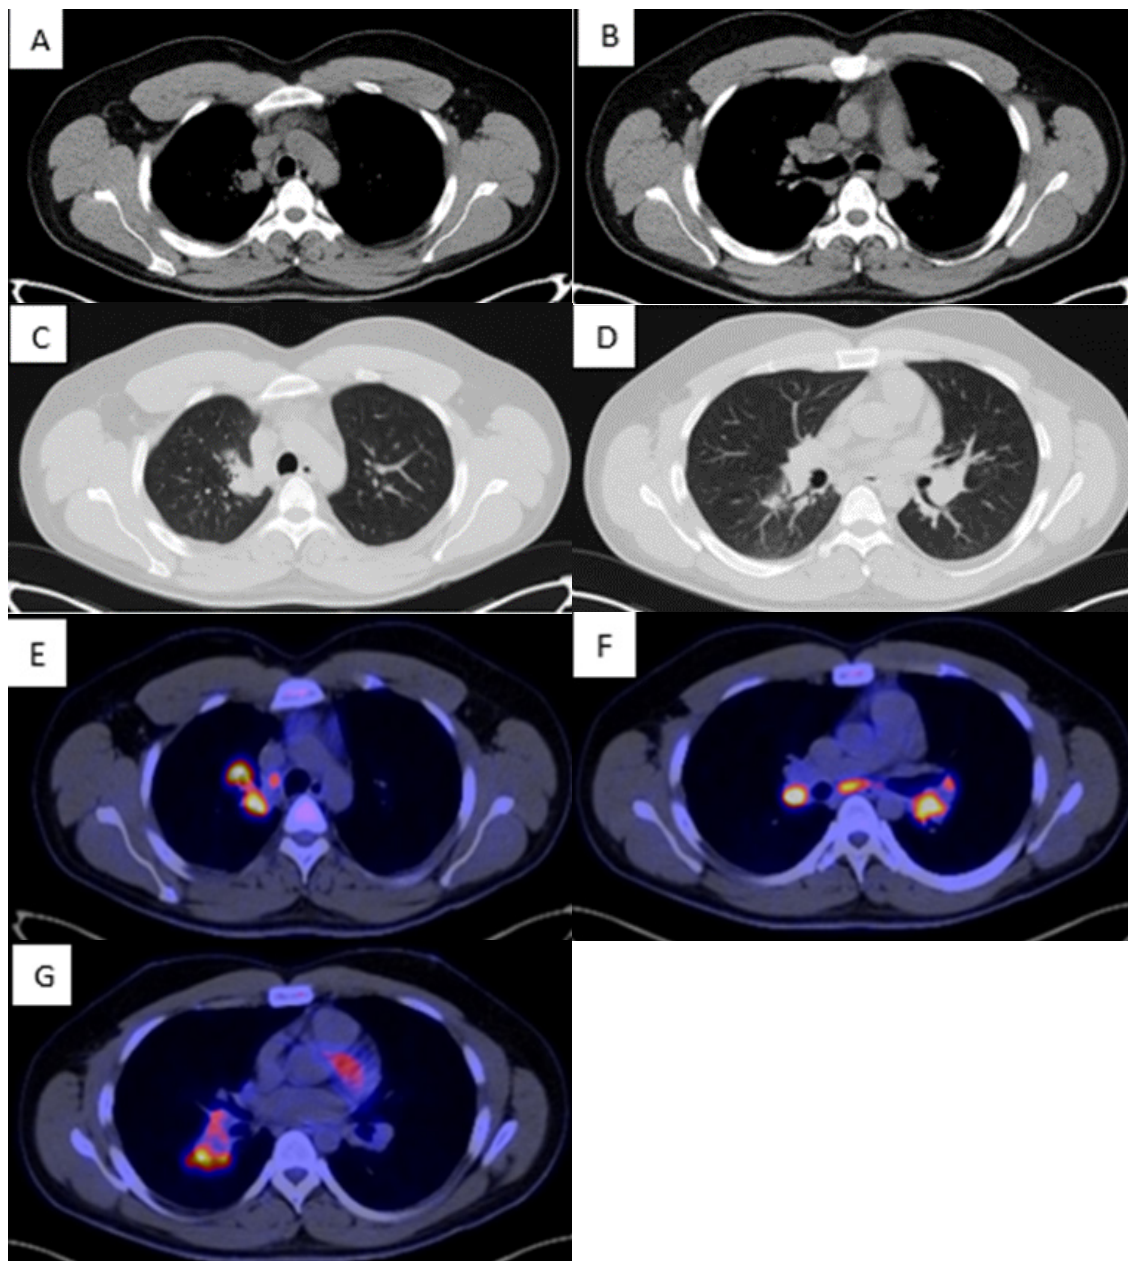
A-G: PET CT enero 2023. El mediastino y los hilos pulmonares con aumento del metabolismo, con SUV máximo de 17.5 en múltiples adenopatías en estaciones 2R, 4R, 7, 10, 11 en forma bilateral.
